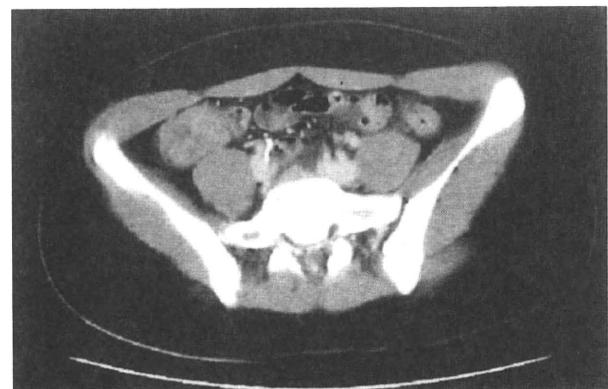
CT画像。回盲部の腸管壁の肥厚がみられる。
